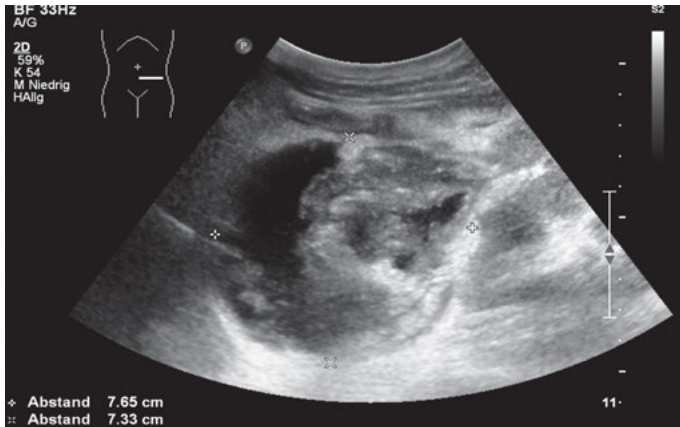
Sonographisches Bild einer perforierten Divertikulitis mit Abszessbildung, Punktion bei 9:00.
